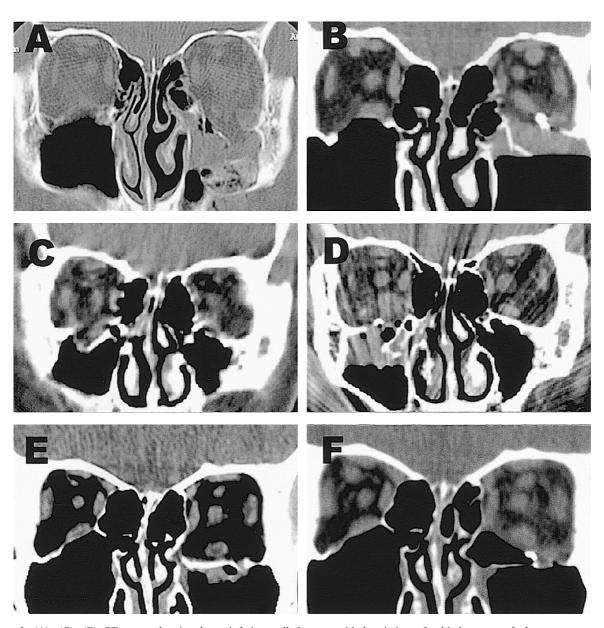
(A), (C), (E) CT scans showing large inferior wall fracture with herniation of orbital contents before surgery. (B), (D), (F) CT scans showing reconstructed orbital wall with Medpor[®] channel sheet-plate complex. (A-B), (C-D), (E-F)
